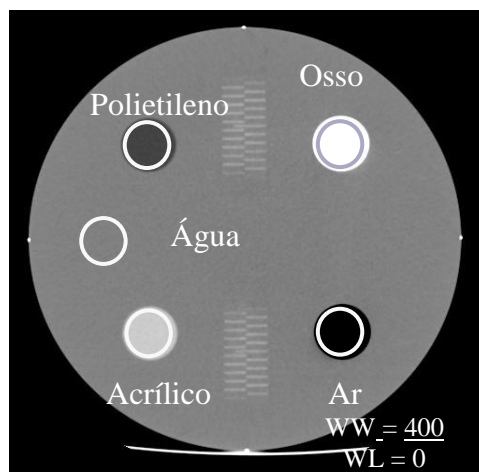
Imagem do fantoma ACR para avaliação da exatidão do número de TC
